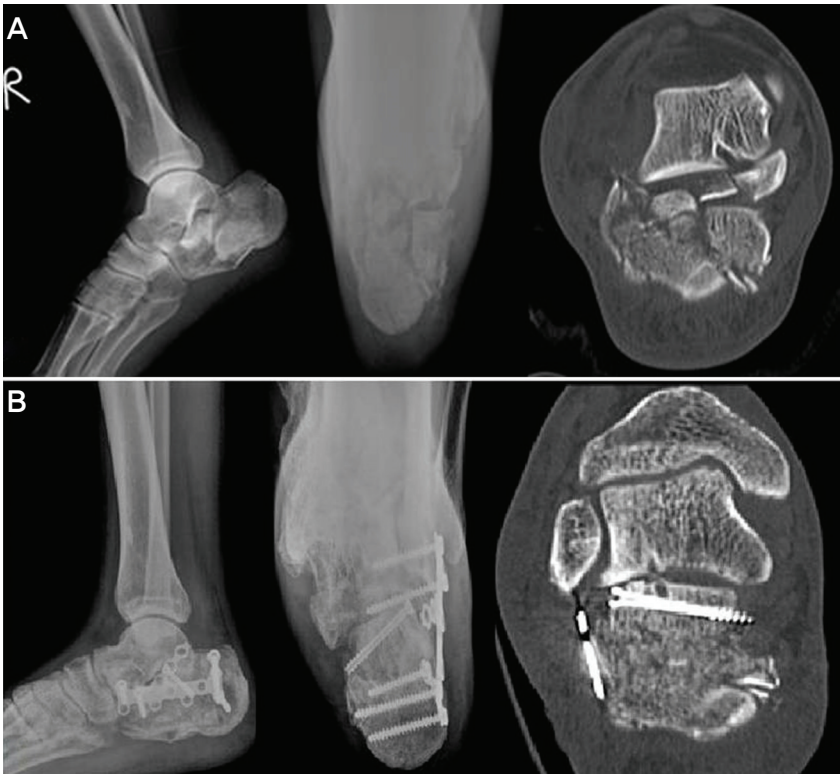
(A) Preoperative lateral, axial view and CT coronal image showing Sanders type IV calcaneal fracture with severe comminution. (B) Postoperative lateral, axial view and CT coronal image showing restoration of posterior facet, Böhler's and Gissane's angle.
